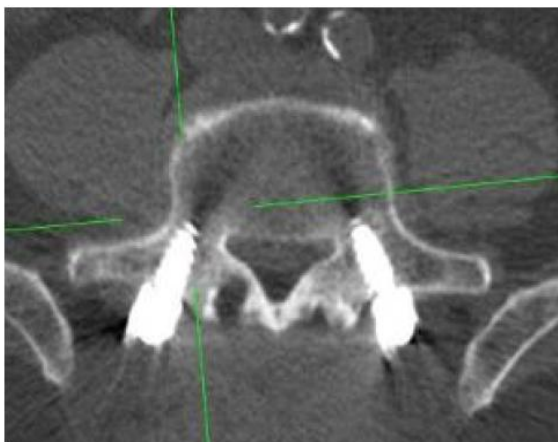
TAC di controllo postoperatoria che dimostra il corretto posizionamento delle viti all'interno dei peduncoli vertebrali.
